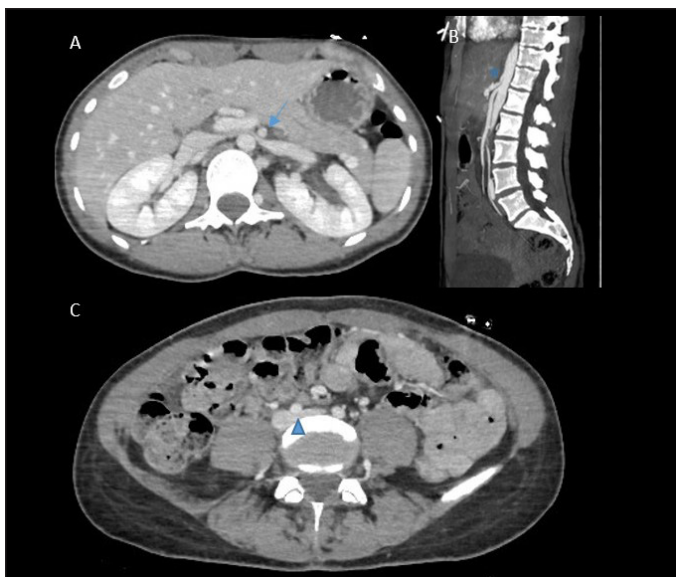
TC de abdomen con contraste en fase venosa; A. Corte axial en TC de abdomen con contraste, observándose estenosis de la vena renal izquierda por compresión entre aorta y arteria mesentérica superior (síndrome cascanueces flecha azul); B. Corte sagital, Estenosis del tronco celiaco por ligamento arcuato (estrella azul). C. Corte axial, compresión del origen de la vena iliaca común izquierda por la arteria iliaca común derecha (Síndrome May-Thurner cabeza de flecha azul).
